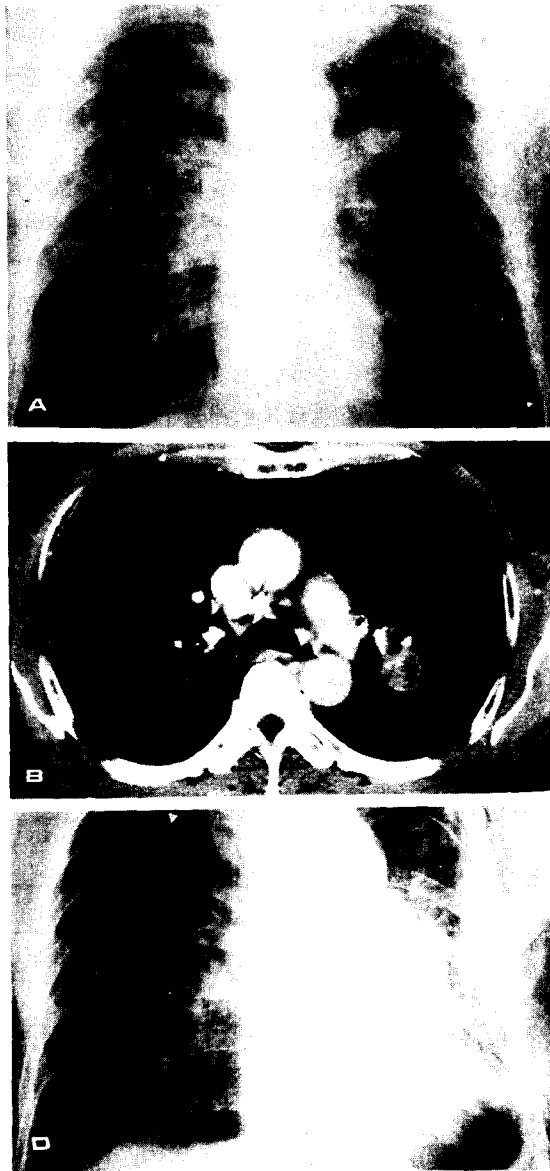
A. Preoperative chest radiograph shows left upper mass.
